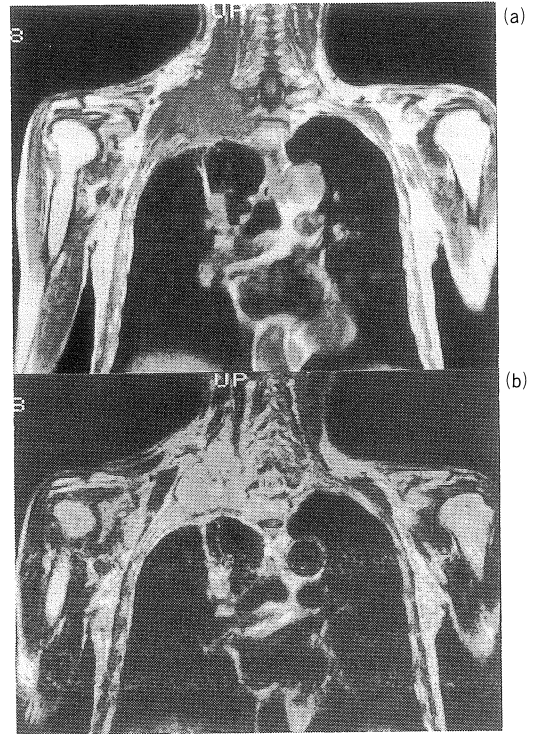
Coronal MRI of right apex with (a) T₁- and (b) T₂-weighted image; well demonstrated tumor invasion unexpectedly to the right brachial plexus.
